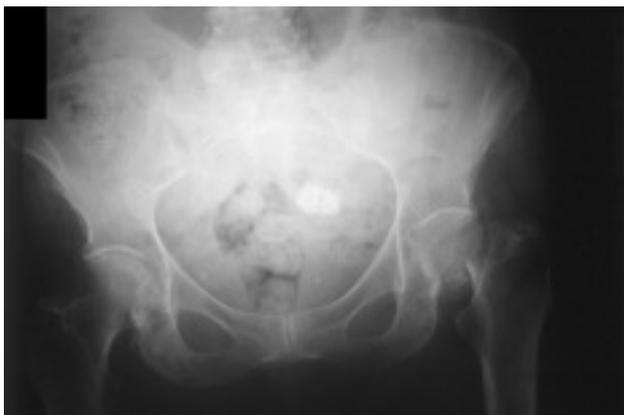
Radiografía de una fractura subcapital del cuello del fémur izquierdo.
